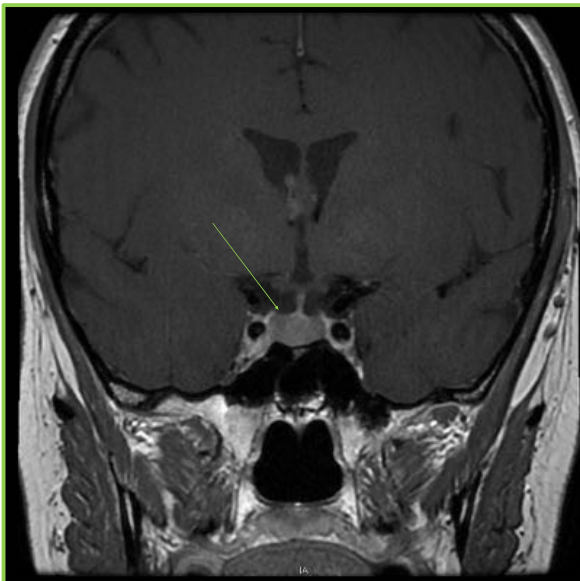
Imagen de RM coronal T1 con contraste, FSE y sagital T1 FLAIR, con contraste, en las que se aprecia una glándula de morfología convexa, con realce homogéneo.
